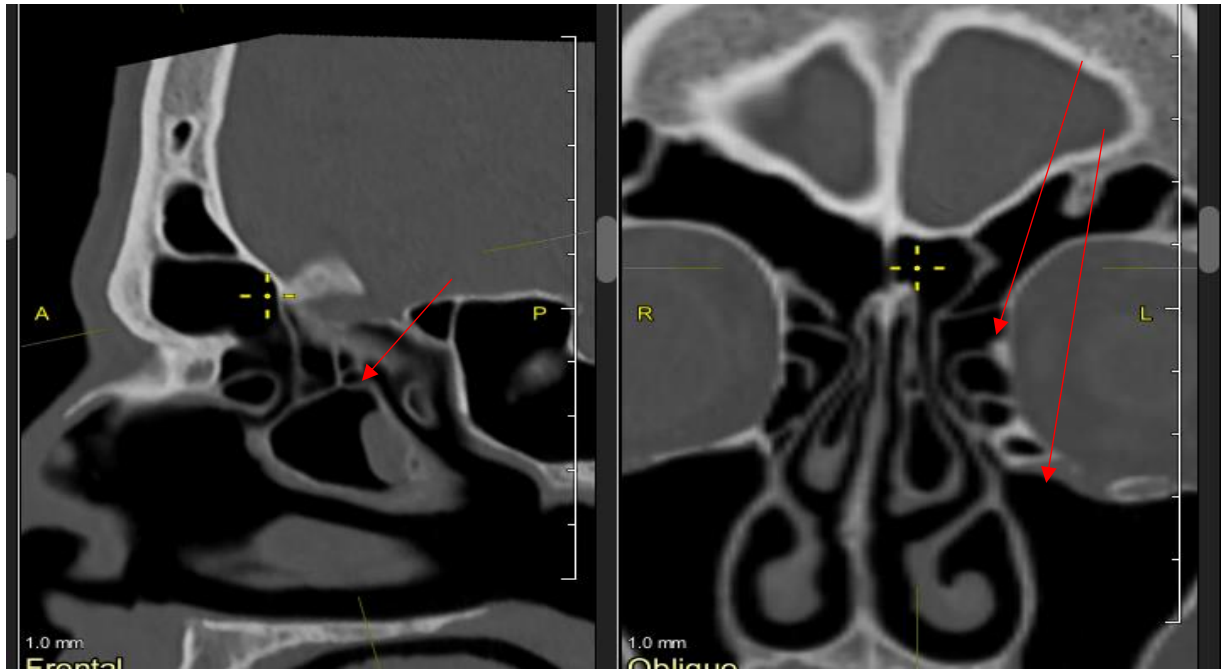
Сполучення лівої лобової пазухи з середнім носовим ходом на сагітальному та фронтальному зрізах комп'ютерних томограм (Чоловік, 43 роки).
